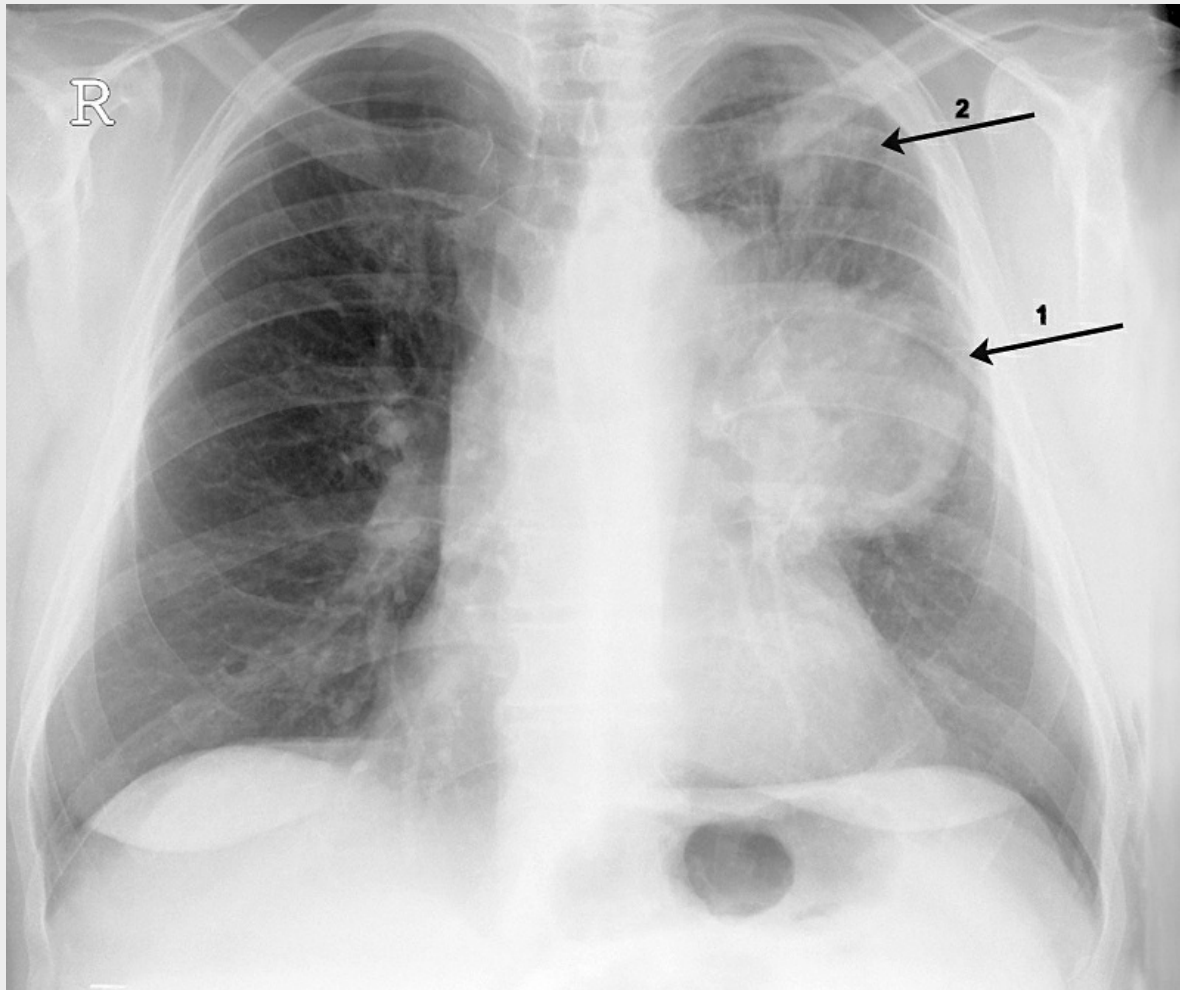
Röntgen-Thorax mit Bronchialkarzinom mit großer Raumforderung links perihilar (Pfeil 1) und kleinerer Raumforderung links apikal (Pfeil 2, z. B. Metastase).
